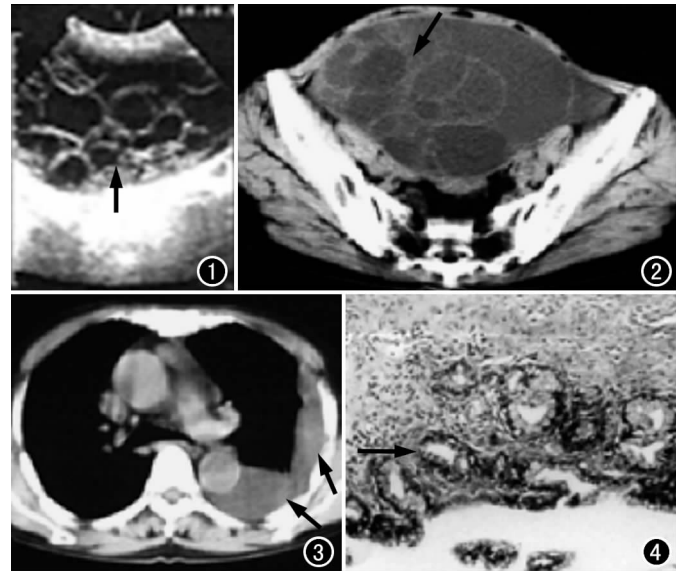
盆腔超声示盆腔囊性包块,有分隔,壁薄较均匀(箭),未见结节形成。图2 病变最大层面CT平扫示盆腔椭圆形囊性团块,内有少许分隔(箭),壁及分隔无明显局限性增厚或形成结节,部分小囊内密度较低,囊壁无钙化,界清。图3 下胸部层面CT平扫示胸腔积液,且部分有包裹形成(箭)。
